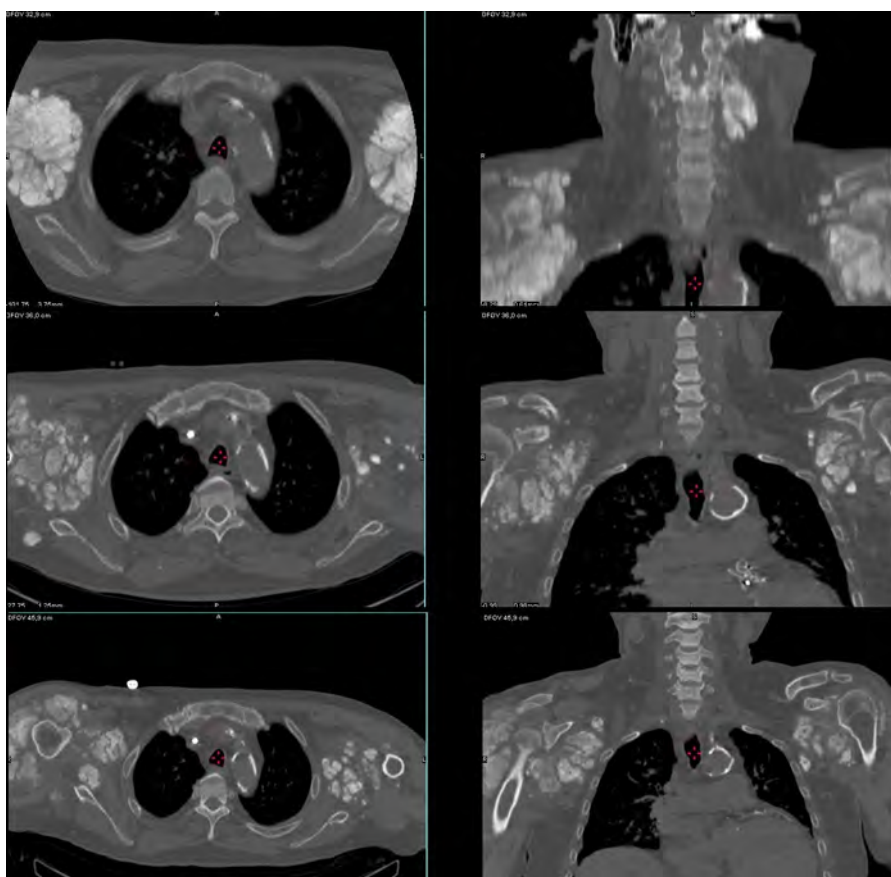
Estudio SPECT/TC de fusión e imágenes TC que muestra las calcificaciones extraóseas en la cintura escapular de predominio en el hombro derecho y que presentan una leve captación difusa de  $^{131}\text{I}$ .
